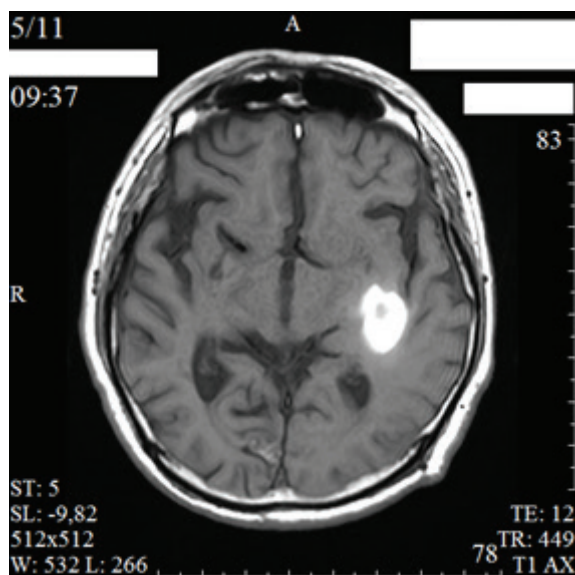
Внутримозговое кровоизлияние (ВМК) в левую гемисферу. МРТ, 1,5 Тесла. T1-режим (собственный материал)
